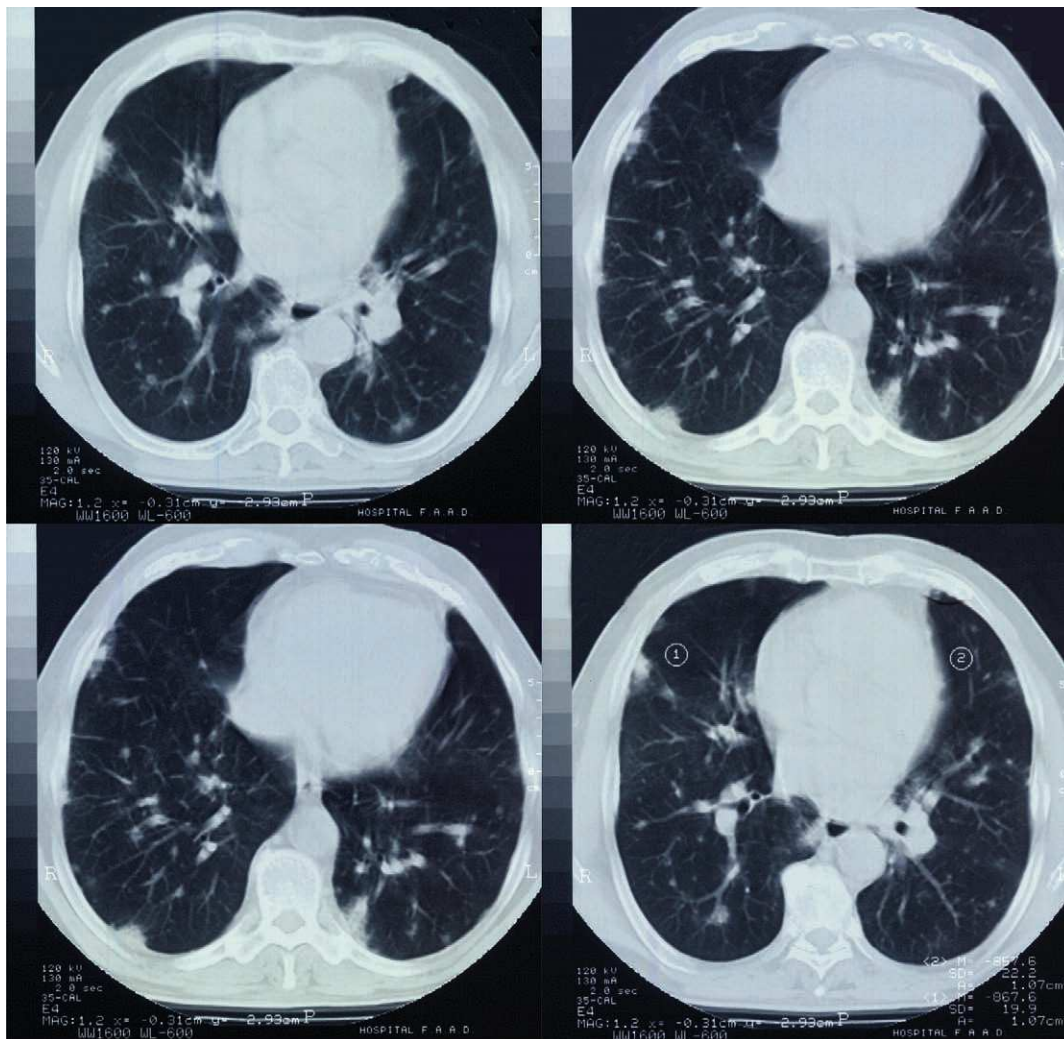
TAC tórax: Nódulos pulmonares múltiplos bilaterais
